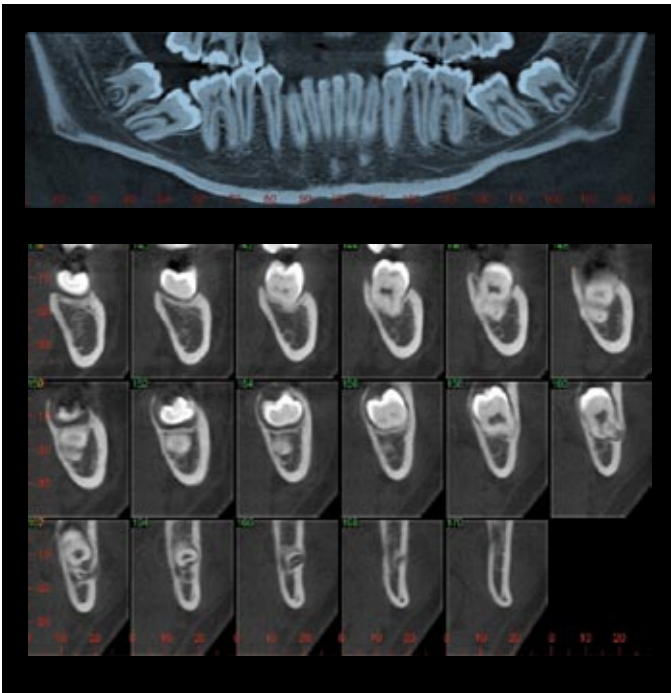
(arriba): Reconstrucción panorámica CBCT donde se aprecian las malposiciones de segundos y terceros molares inferiores y sus relaciones con tejidos circundantes. 14 (debajo): Imágenes transversales localizadas en el tercer molar que ponen de manifiesto la relación entre las raíces y el conducto dentario inferior.
